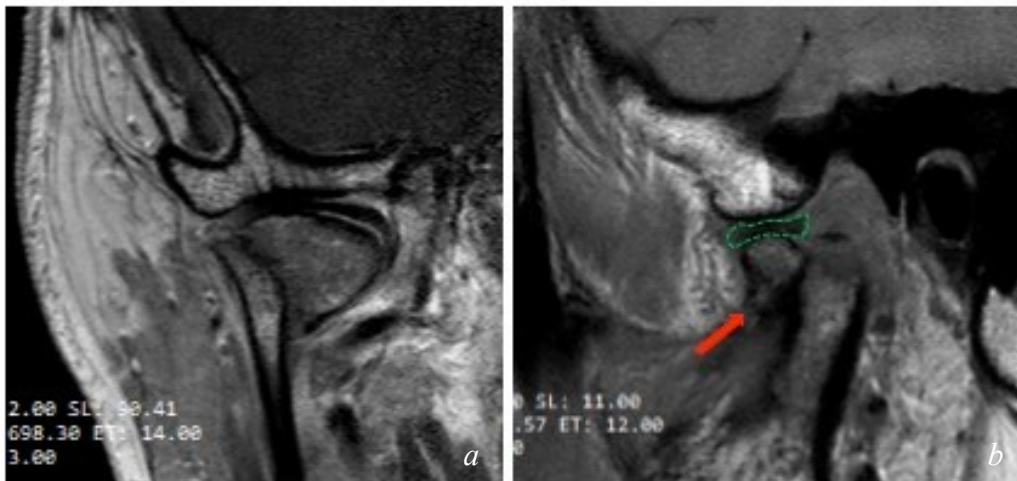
(a, b): Fall 4. MRT-Aufnahme (T1-Wichtung, a: coronar, b: sagittal) einer bilateralen Typ-B- (rechts) bzw. Typ-C- (links) Fraktur nach KT. Deutlich sichtbar ist die anterior-mediale Verlagerung des kleinen Fragments, das am M. pterygoideus gestielt ist.
